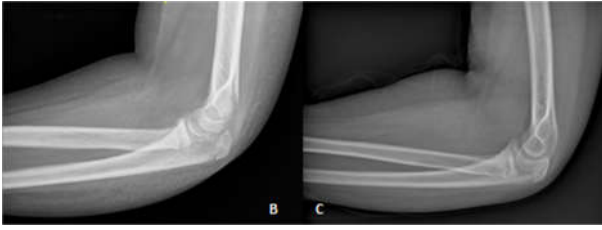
Radiografías AP y Lateral postoperatorias (A), al mes (B) y a los 6 meses (C) de la intervención.
